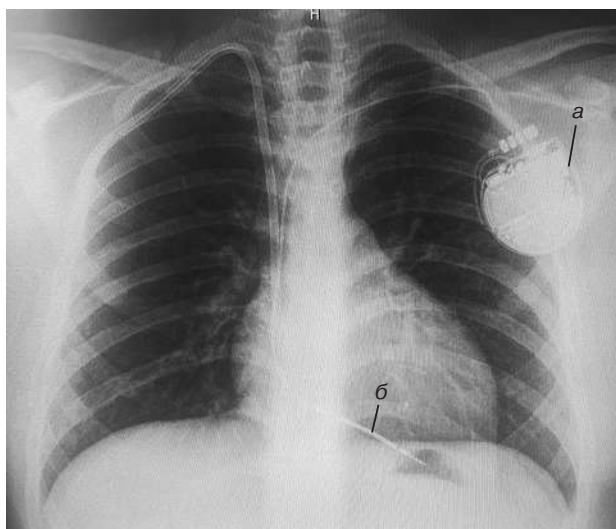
Рентгенография грудной клетки после имплантации КВДФ:
